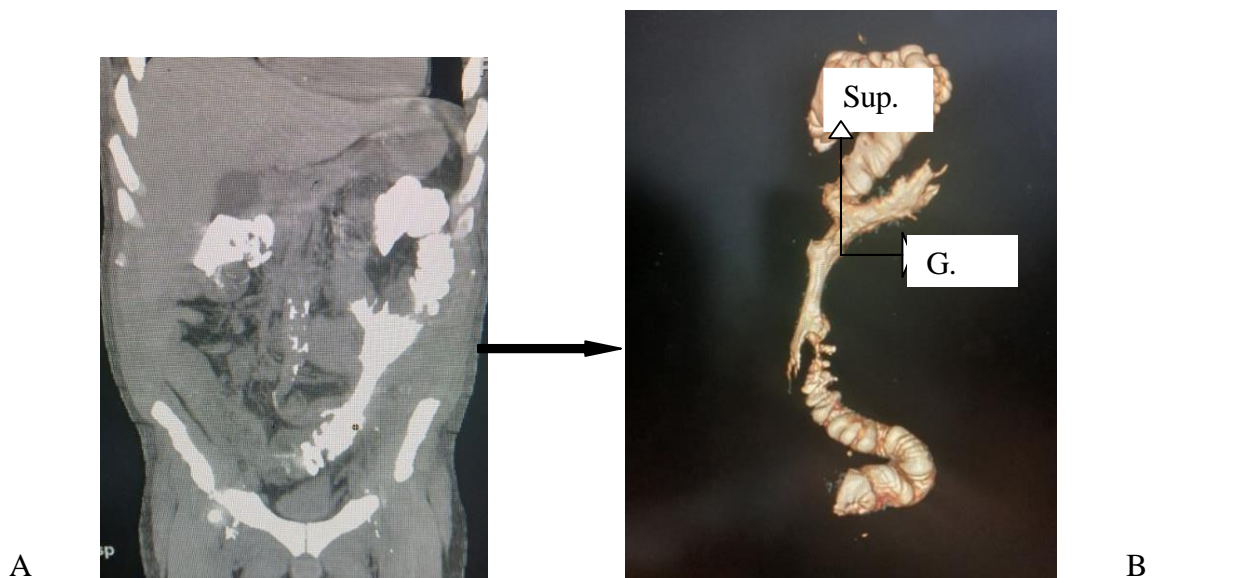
Images TDM abdominale après opacification en fenêtre parenchymateuse (A) et sagittale 3D (B)
